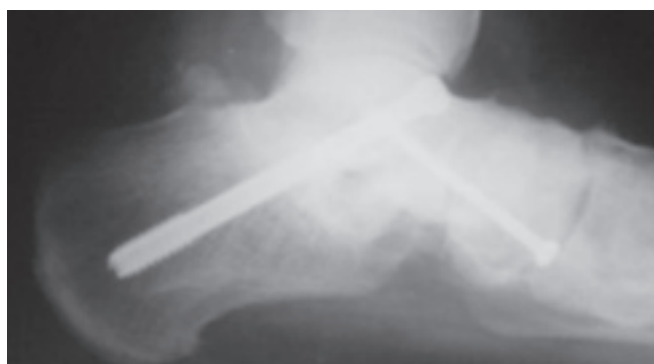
Radiografia de perfil, mostrando artrodese fixada com parafusos canulados nas articulações subtalar e talonavicular
